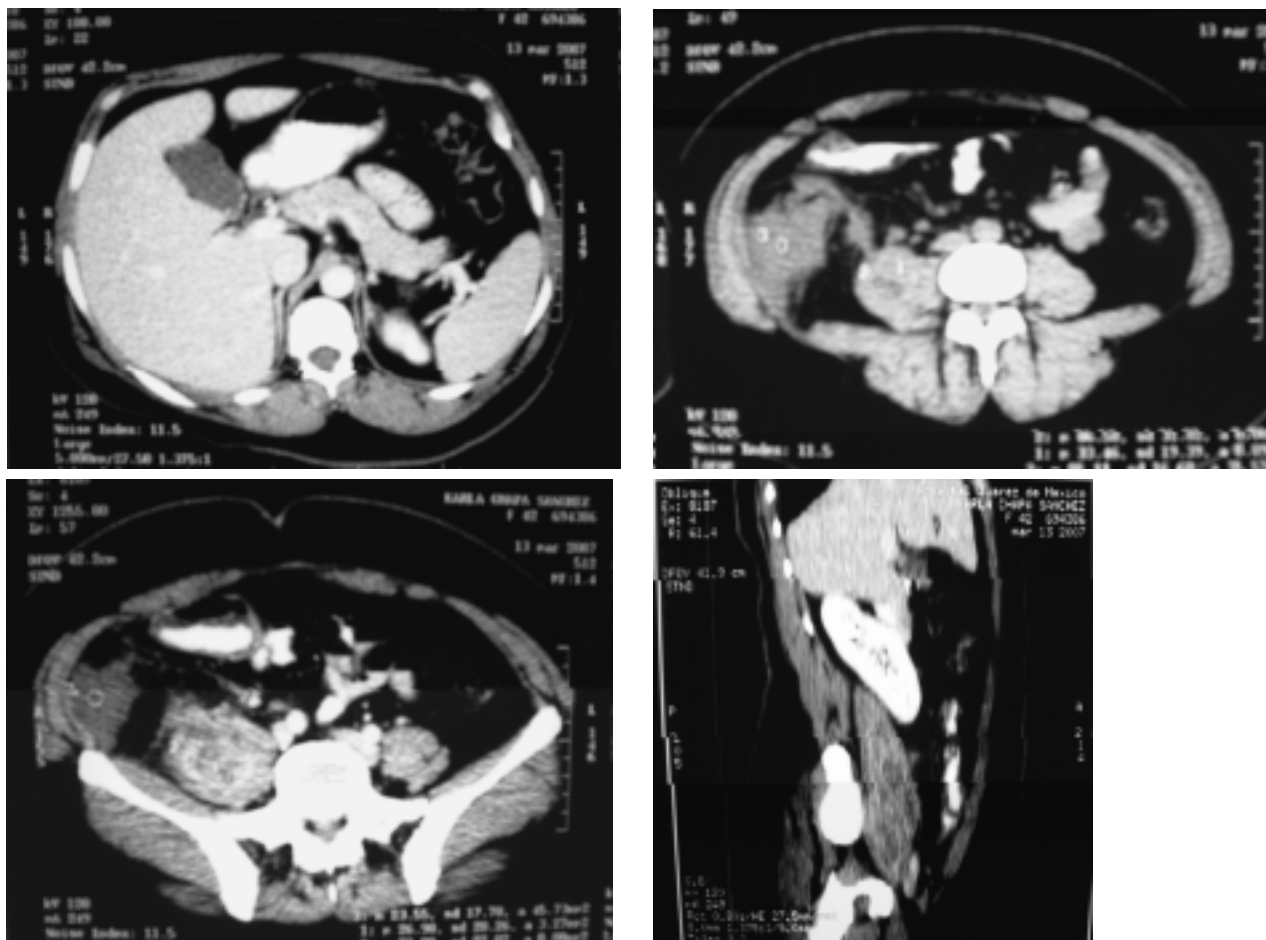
TAC de abdomen aumento de volumen del psoas derecho con cambios en su intensidad, sin evidencia de osteomielitis vertebral o colecciones perirrenales.
